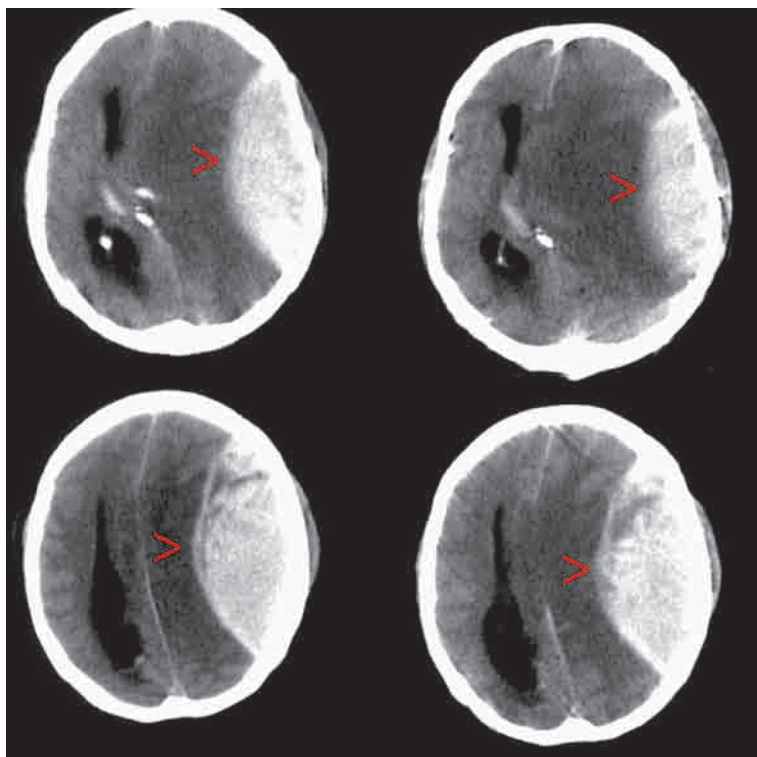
Компьютерная томография при типичной эпидуральной гематоме (ЭДГ, красные стрелки) в левой височно-теменной области, вызывающей компрессию ипсилатерального желудочка и смещение средней линии.
